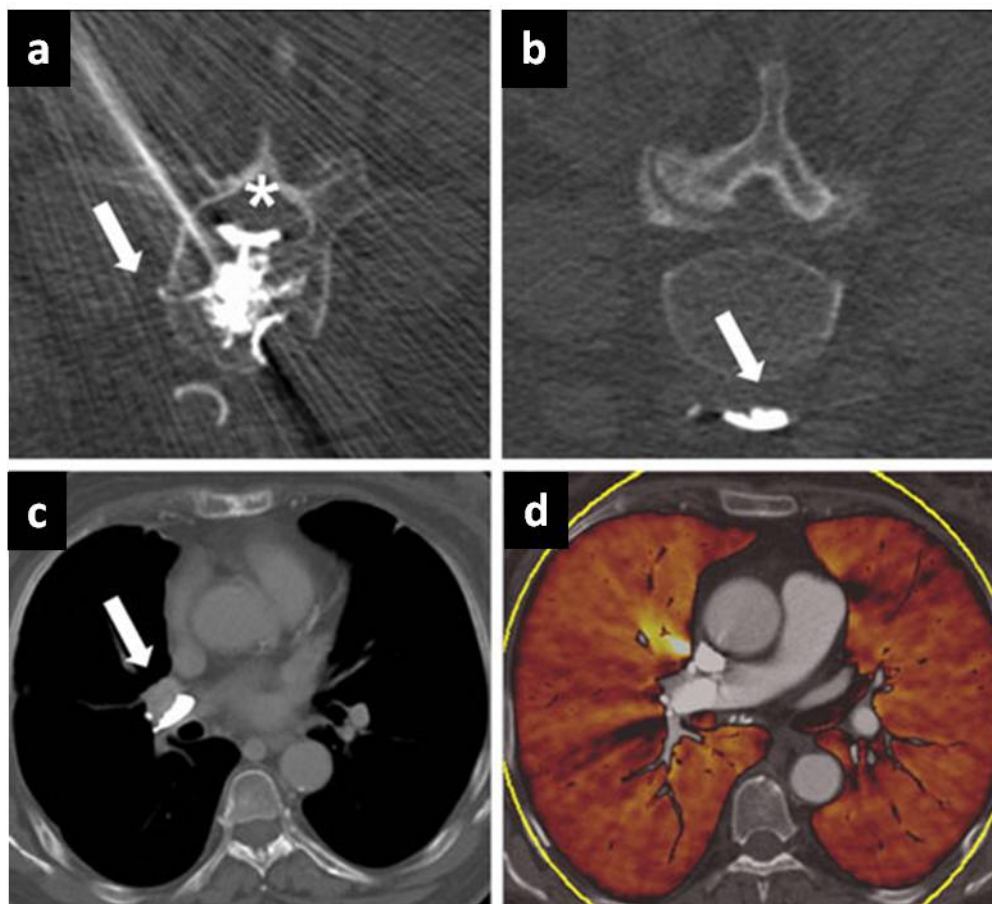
66-jährige Patientin mit Mammakarzinom nach Vertebroplastie der LWK 3 und 5. Dabei kam es zu einer deutlichen intraspinalen Zementleckage (Sternchen in a) und einer kleinen paravertebralen Zementleckage in eine segmentale Vene (Pfeil in a). Im postinterventionellen CT zeigte sich ein Zementextravasat in der Vena iliaca communis links (Pfeil in b). Eine CTA-Untersuchung der Lungenarterien zeigte eine pulmonale Zementembolie in der rechten Pulmonalarterie (Pfeil in c), welche jedoch nicht zu einem nachweisbaren Perfusionsdefizit in der Dual Energy Auswertung führte (d).
